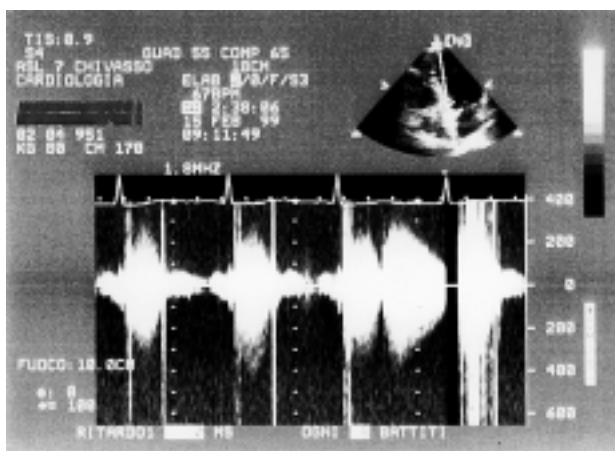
Eco-Doppler con onda continua e fascio ultrasonico posizionato parallelamente all'efflusso ventricolare sinistro-aorta ascendente. Si osserva un progressivo incremento del gradiente sistolico transprotesico malgrado ritmo sinusale regolare e l'"occasionale" rigurgito diastolico da disfunzione diastolica intermittente della protesi aortica (terzo ciclo da sinistra).
